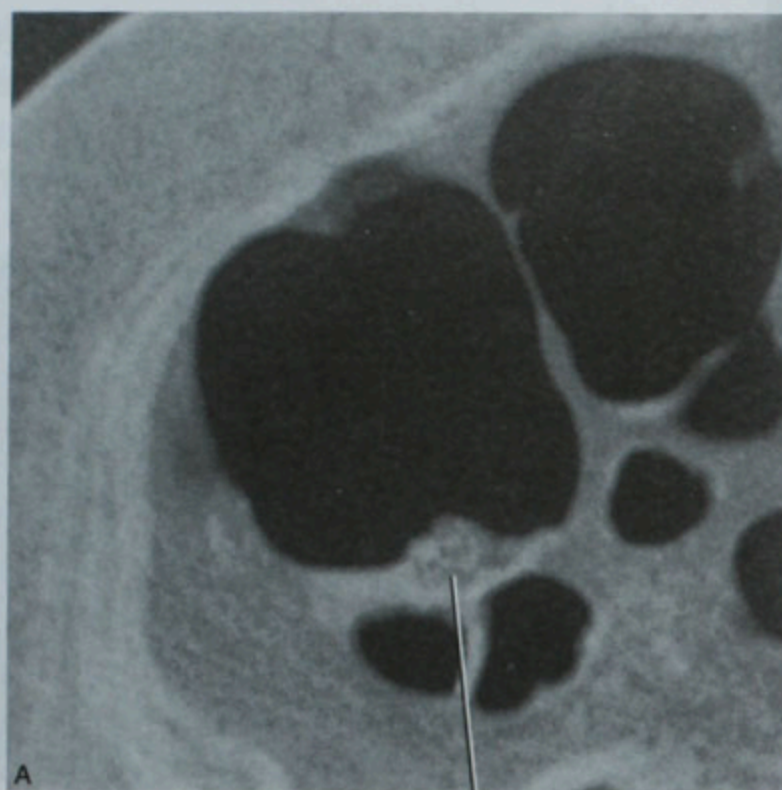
CT 结肠造影二维图像中息肉的表现
